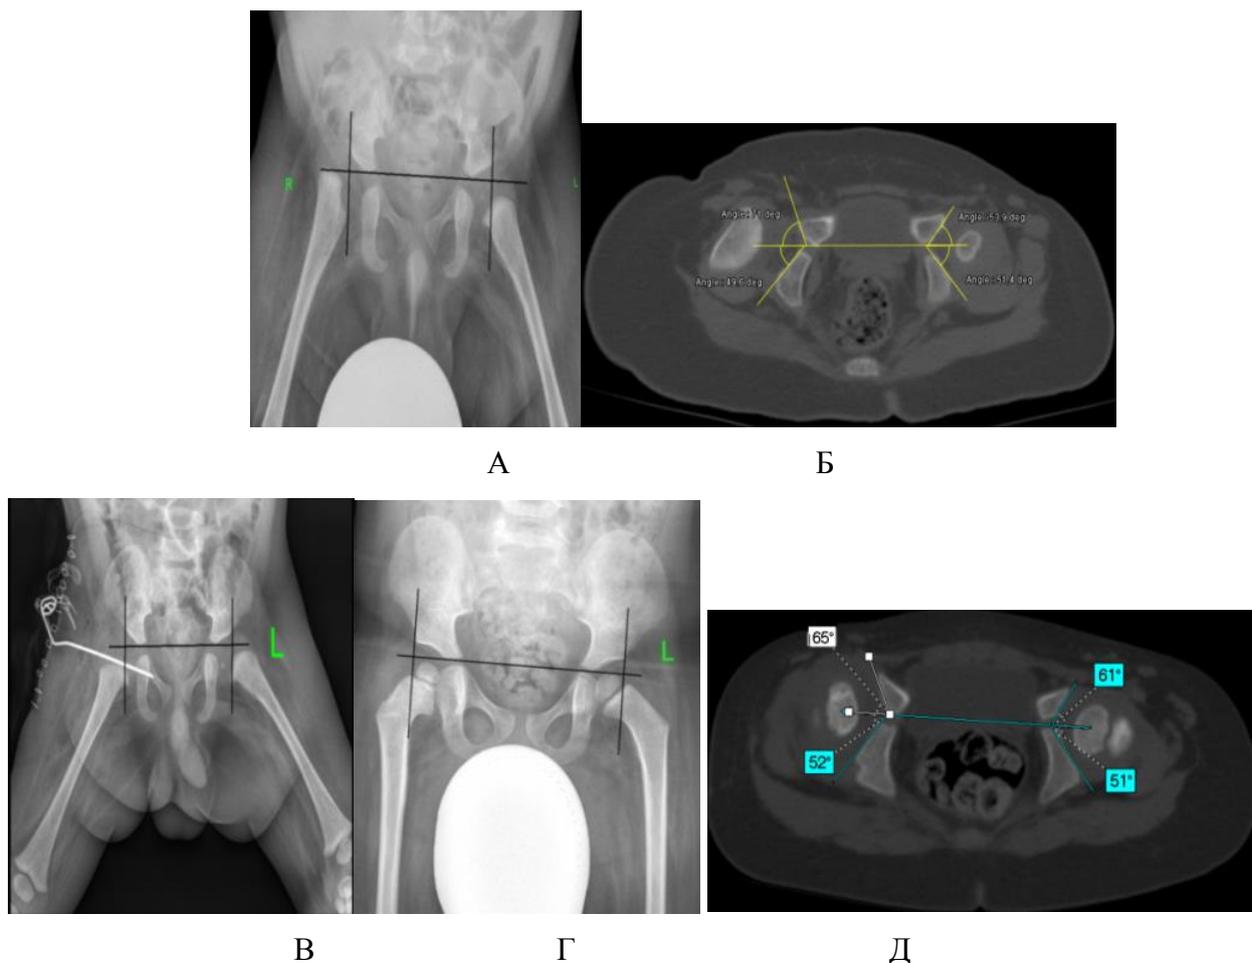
Результаты рентгенографии и МСКТ ТБС пациента П., 2016 г.р., диагноз миоплазия, правосторонний вывих бедра, приводящая контрактура правого ТБС: А, Б – до операции; В – интраоперационно; Г, Д – через 3,5 года после ОВБ
